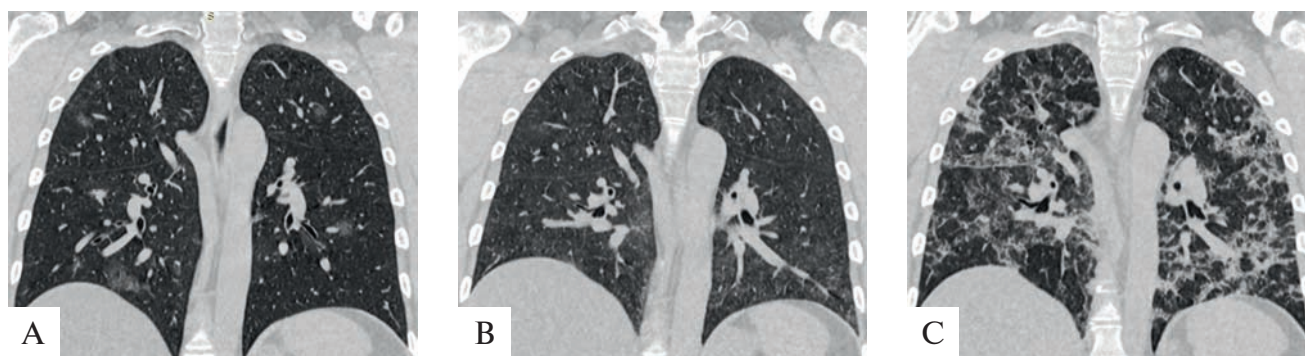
Компьютерная томограмма легких больного (клиническое наблюдение № 1): А – на 5-е сутки от начала заболевания (при поступлении в стационар); В – на 22-е сутки от начала заболевания (при выписке из стационара); С – через 1 мес. после выписки из стационара
